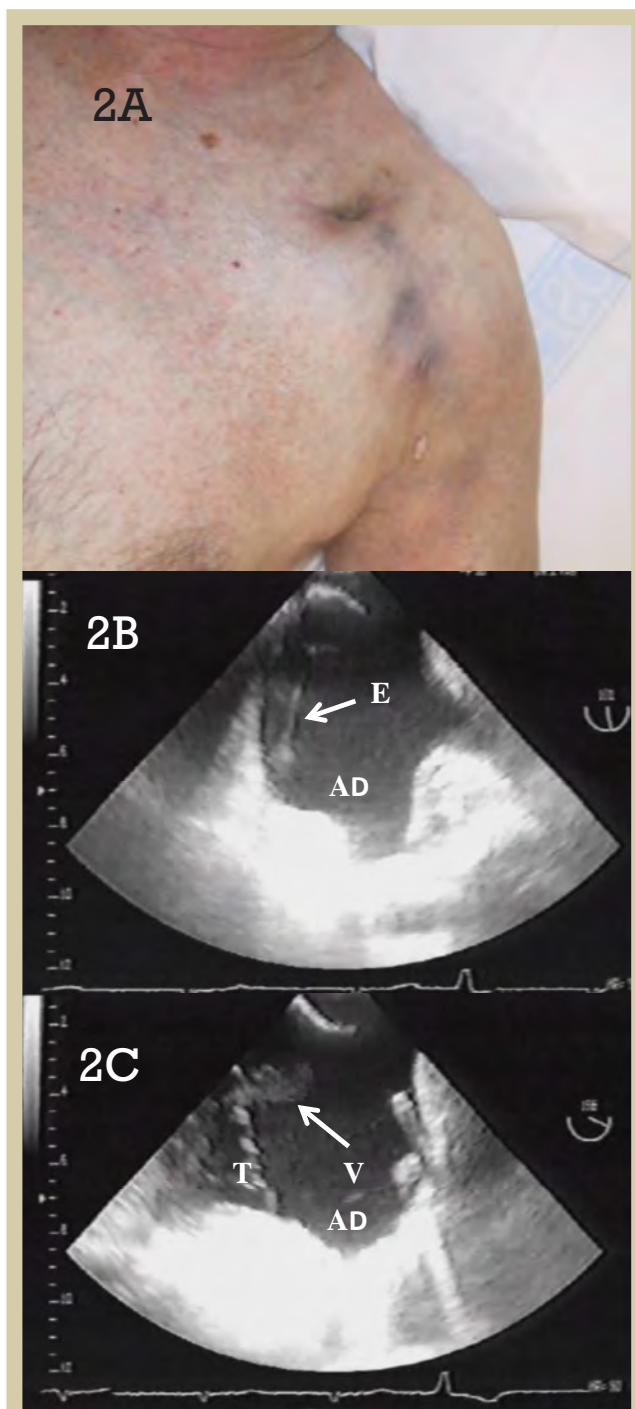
Infección de marcapasos que afecta a bolsa, cables y estructuras endocárdicas. 2A) Aspecto de la bolsa infectada. 2B) Ecocardiograma transesofágico del mismo paciente de la imagen 2A. Se señala con una flecha la visualización del trayecto del cable de marcapasos (E) dentro de la aurícula derecha (AD). 2C) Imagen obtenida durante el mismo ecocardiograma transesofágico que en la imagen 2B, con modificación del ángulo de visualización. Se señala con una flecha la imagen de una verruga (V) sobre el cable. T: Válvula Tricúspide
